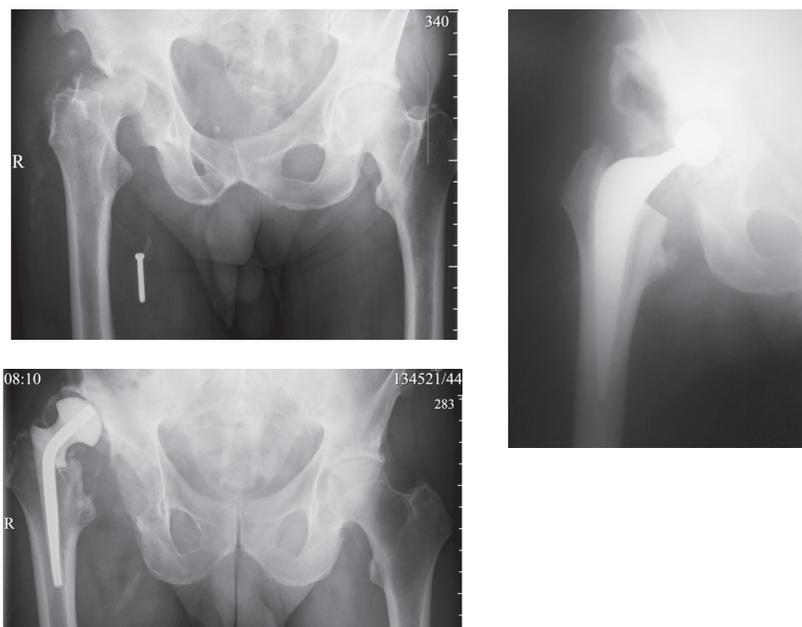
Рентгенограммы пациента Д. 66 лет на этапах лечения.
